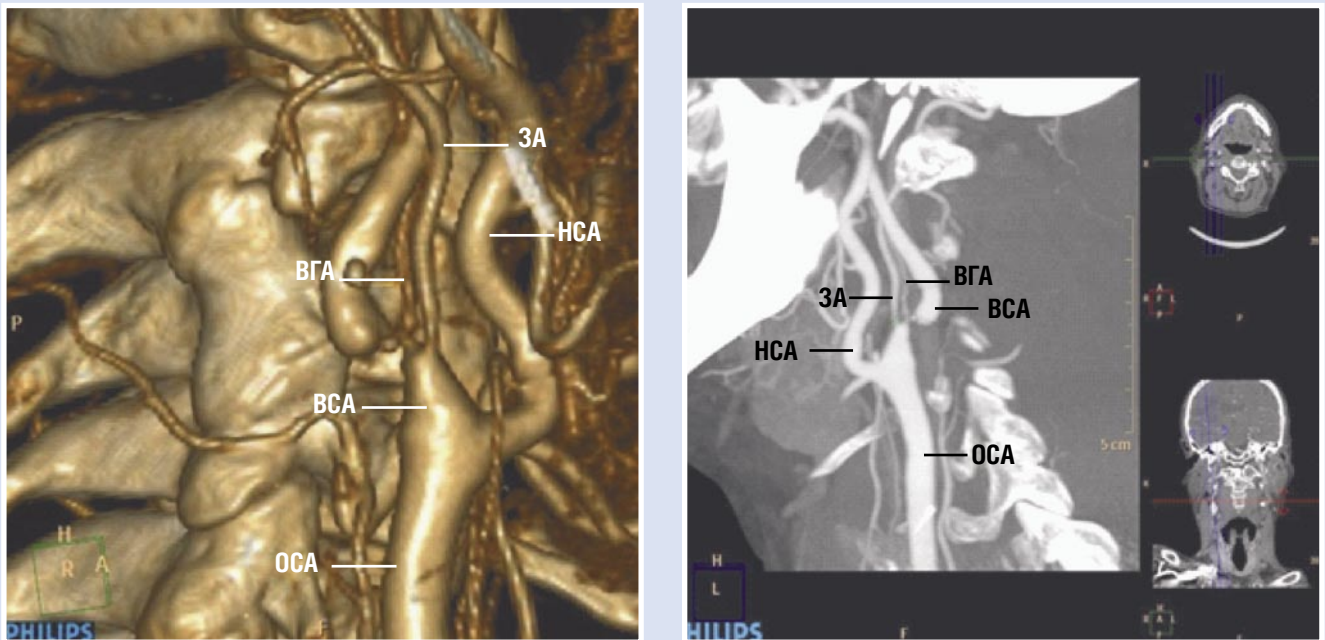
Дооперационное КТ-изображение сонных артерий и их ветвей 1 — справа. 2 — слева.
